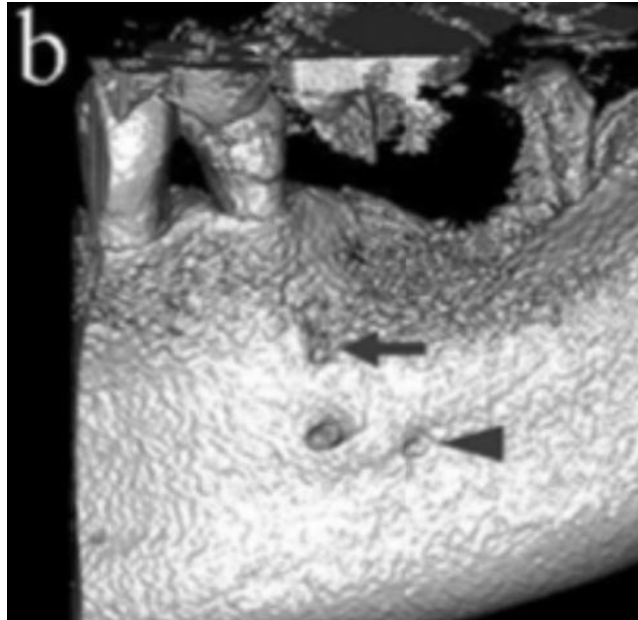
image issue d'un *cone beam* mettant en évidence la présence de foramens mentonniers accessoires. [107]
